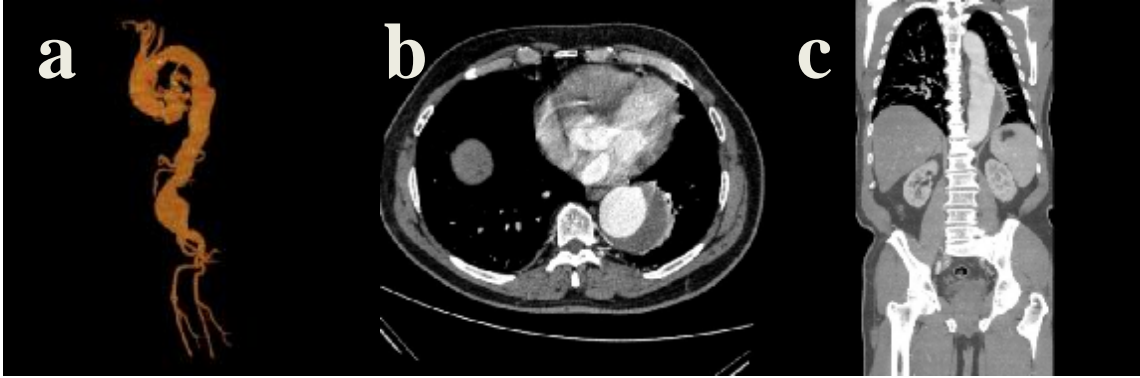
Acil TEVAR operasyonuna alınan hastada (a) işlem öncesi anjiografide gerçek lümen distale doğru belirgin daralma göstermektedir. (b) Komorbiditeleri nedeniyle sol subklavyen artere cerrahi anastomoz yapılamayan hastada (ASA 4), sol subklavyen arter bitiminden itibaren açılmış stent greft izlenmektedir.
